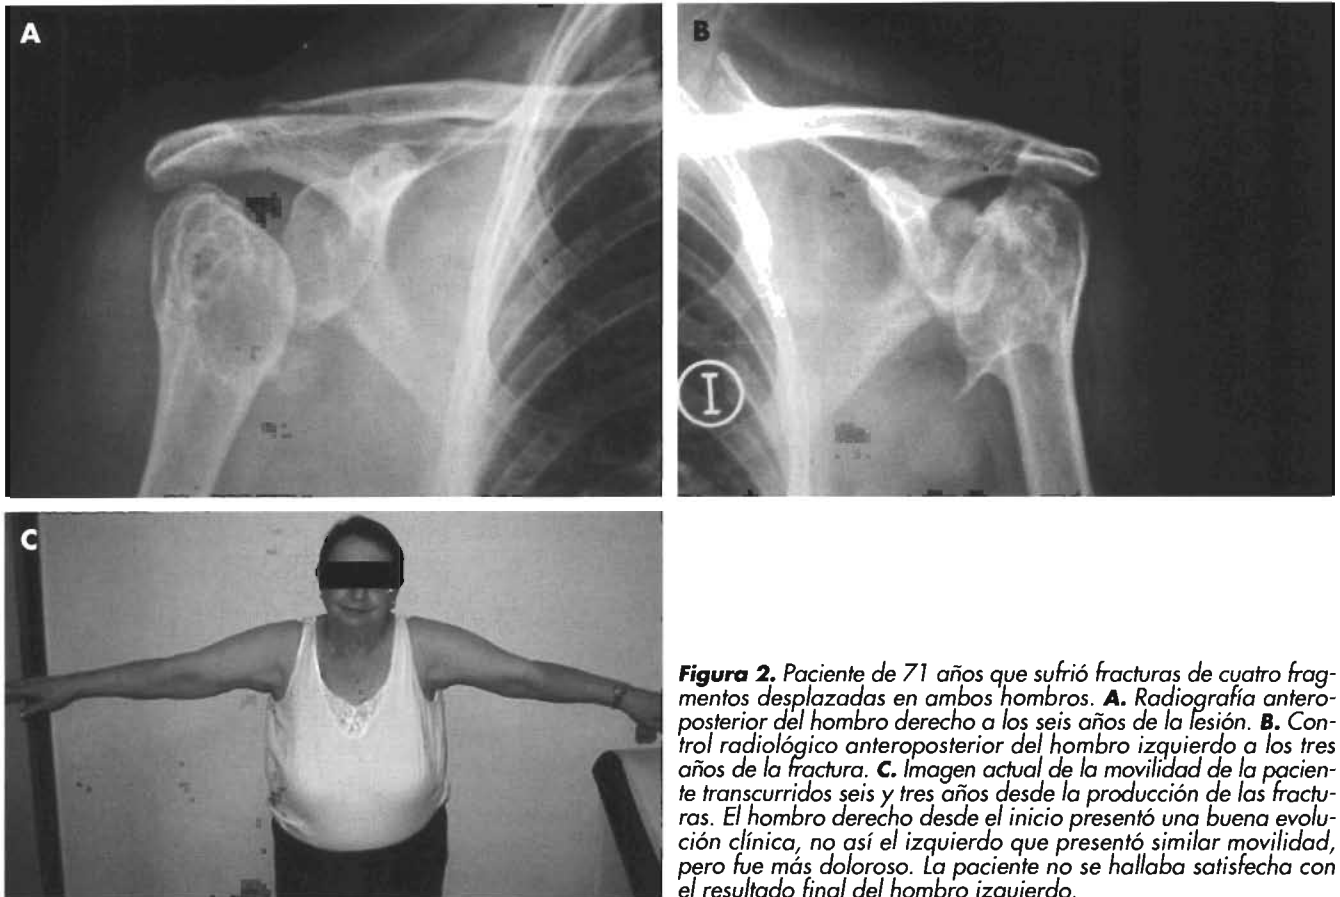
Paciente de 71 años que sufrió fracturas de cuatro fragmentos desplazadas en ambos hombros. A. Radiografía anteroposterior del hombro derecho a los seis años de la lesión. B. Control radiológico anteroposterior del hombro izquierdo a los tres años de la fractura. C. Imagen actual de la movilidad de la paciente transcurridos seis y tres años desde la producción de las fracturas. El hombro derecho desde el inicio presentó una buena evolución clínica, no así el izquierdo que presentó similar movilidad, pero fue más doloroso. La paciente no se hallaba satisfecha con el resultado final del hombro izquierdo.
